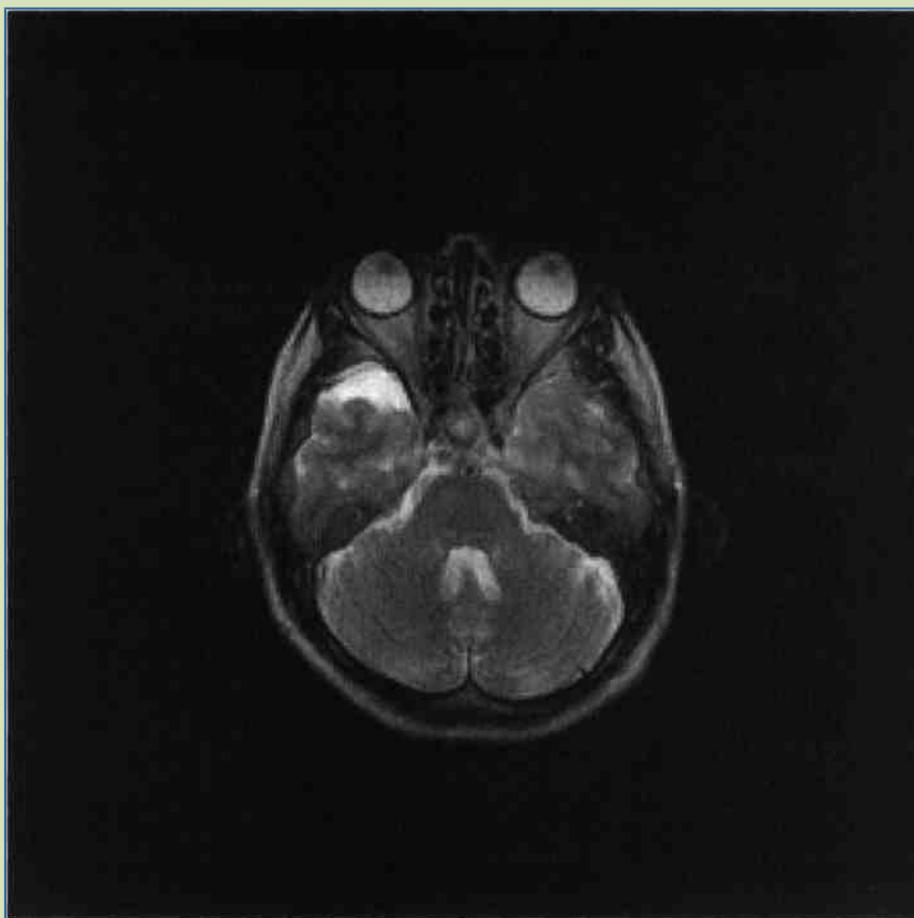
МРТ больного Д: субарахноидальная ликворная киста в правой височной области головного мозга.
